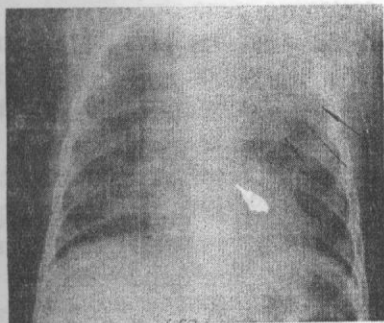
Radiografia cutiei toracice.
